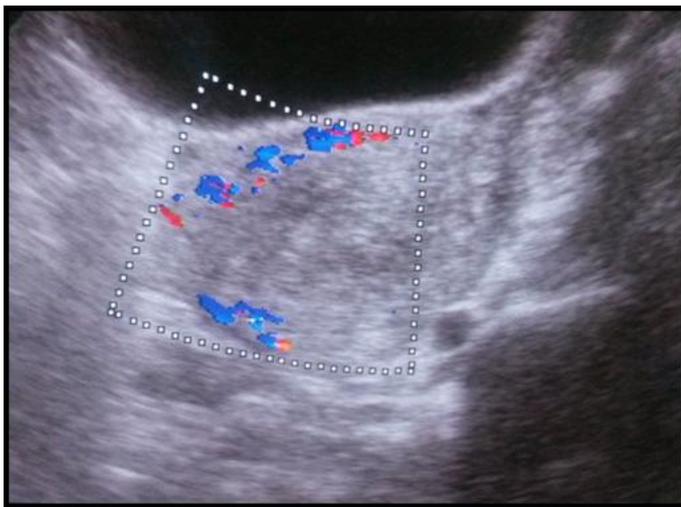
échographie de contrôle à M1 après embolisation montrant une disparition de la MAVU précédemment décrite et une vascularisation satisfaisante du myomètre.
